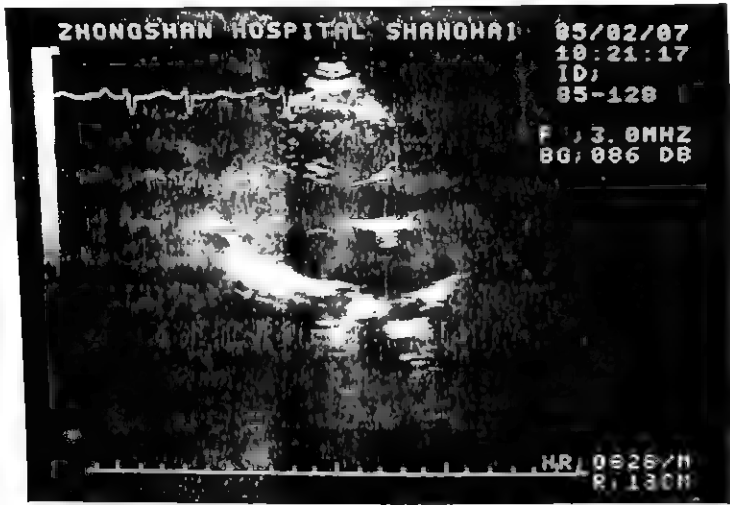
心室间隔缺损的二维超声心动图长轴切面像
